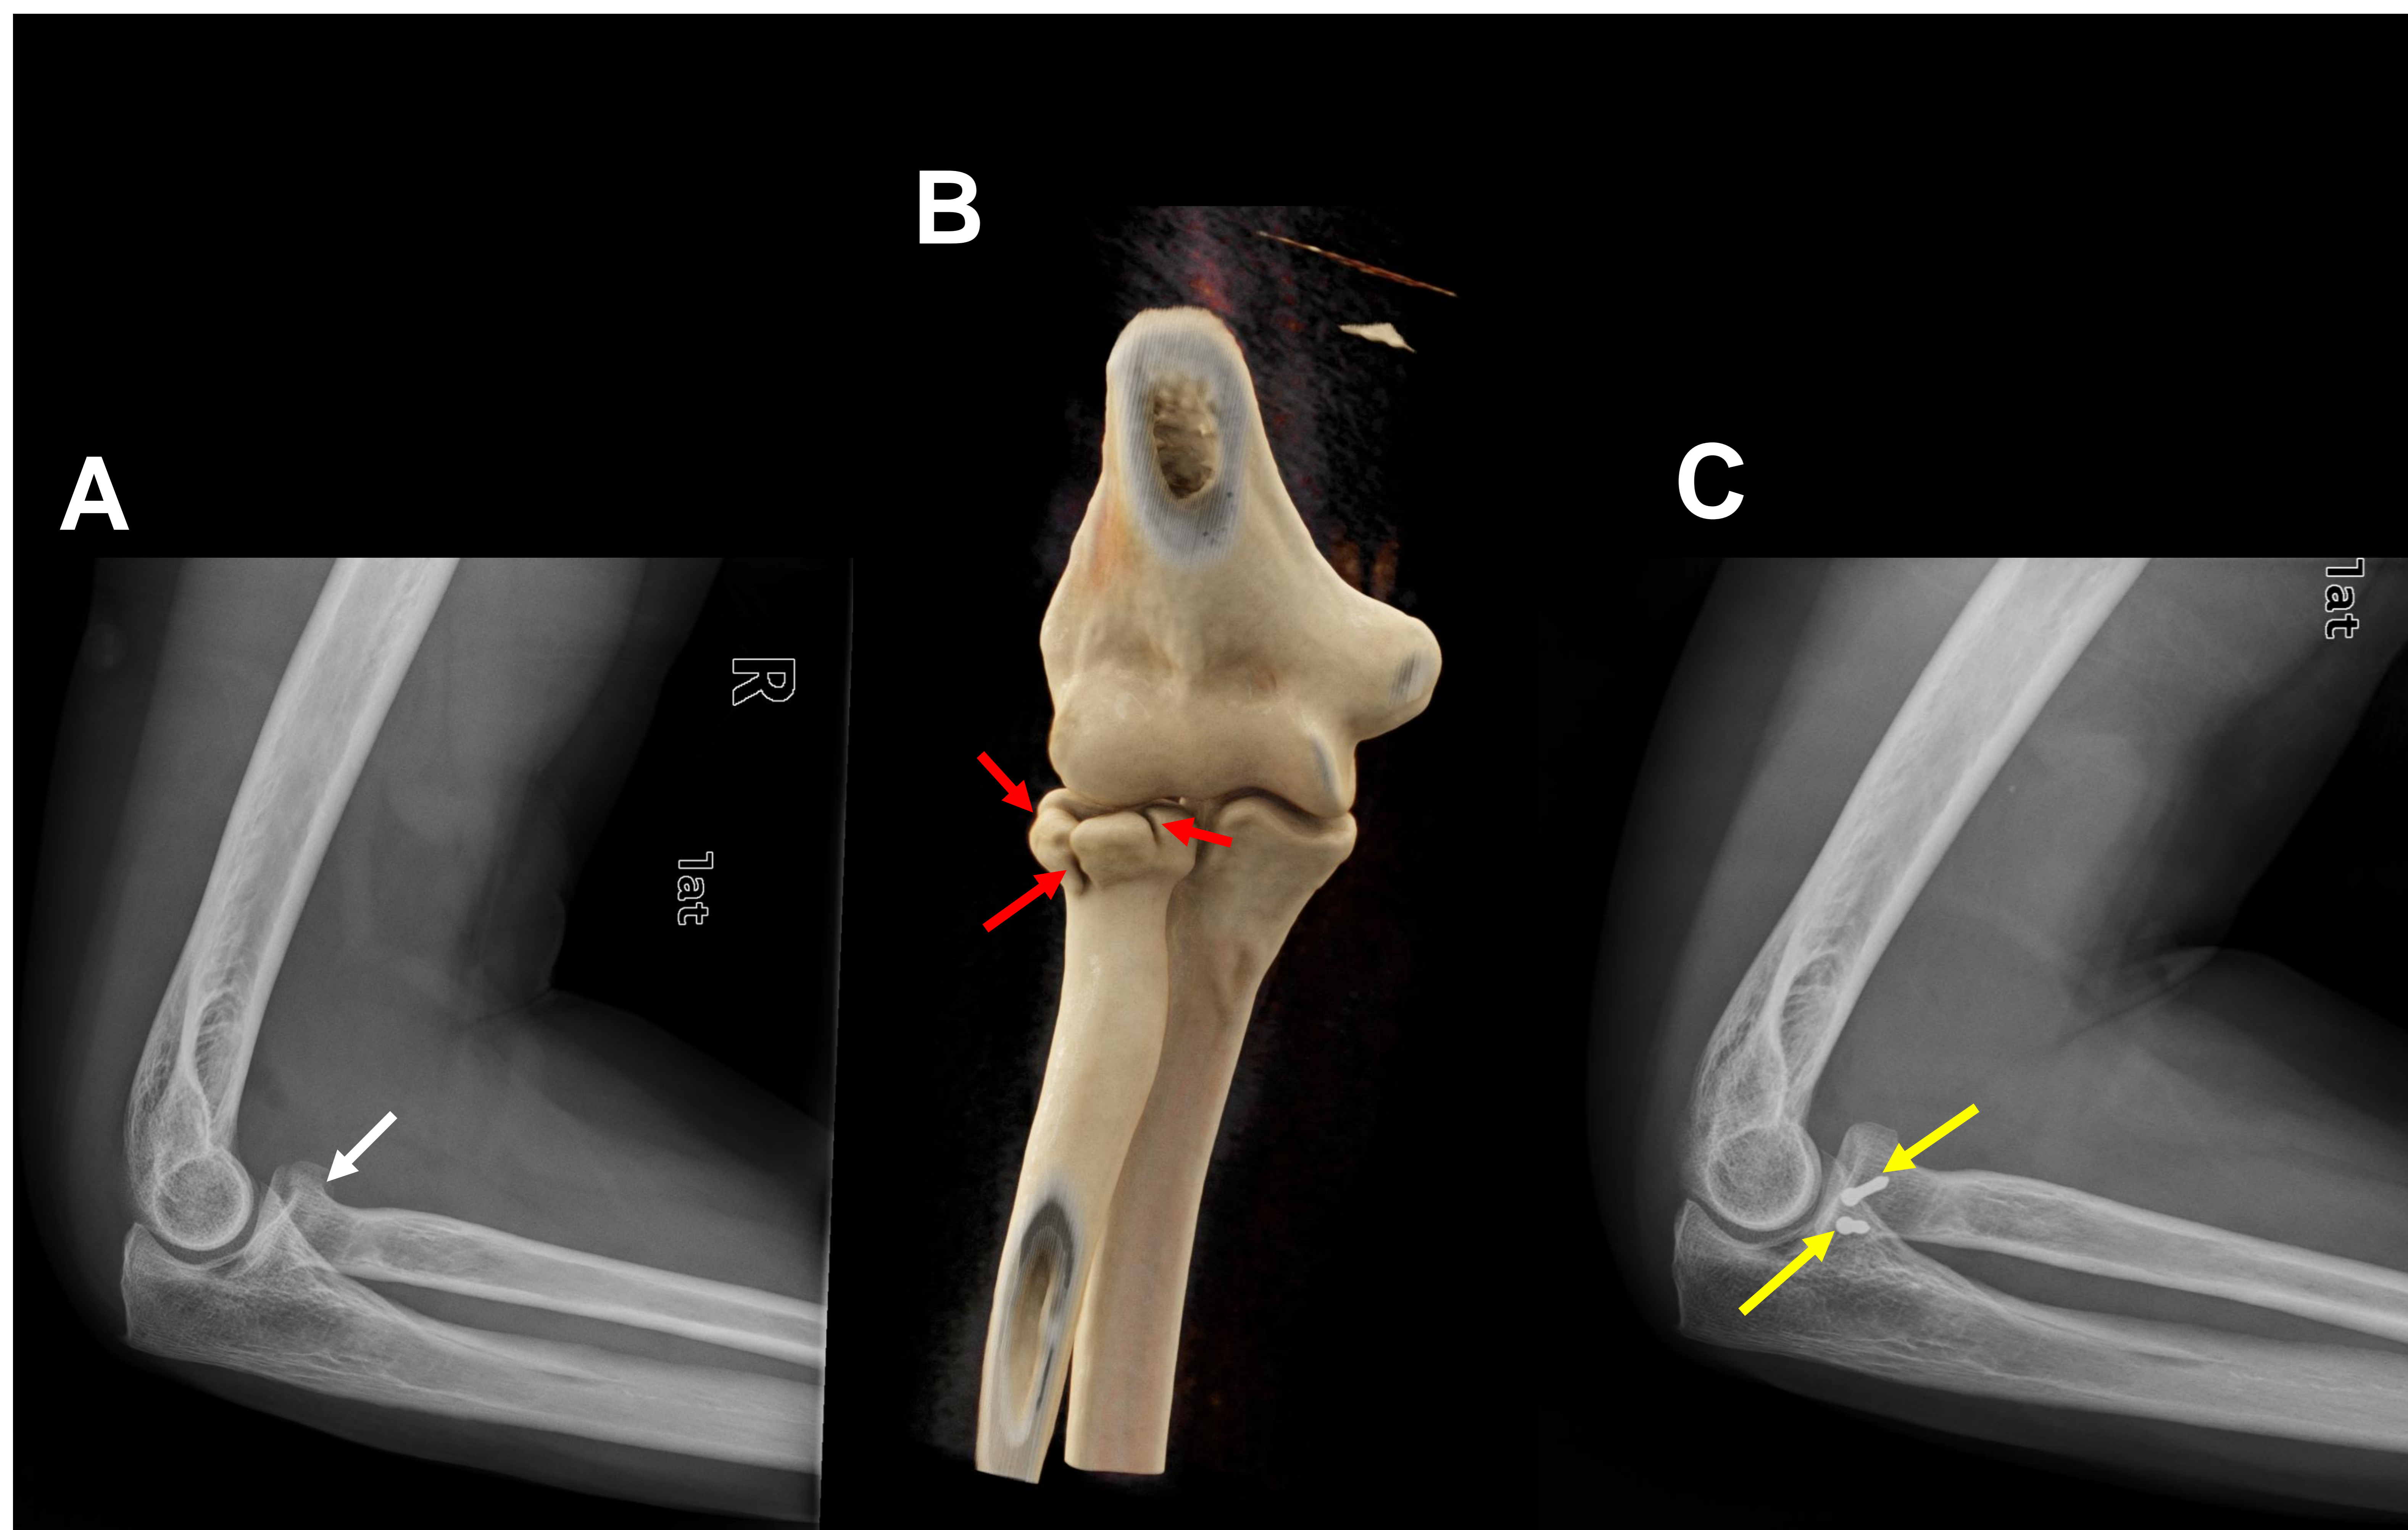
A) Radiografía lateral de codo derecho con fractura mínimamente desplazadas en cabeza radial (flecha blanca), tipo II de Mason.
